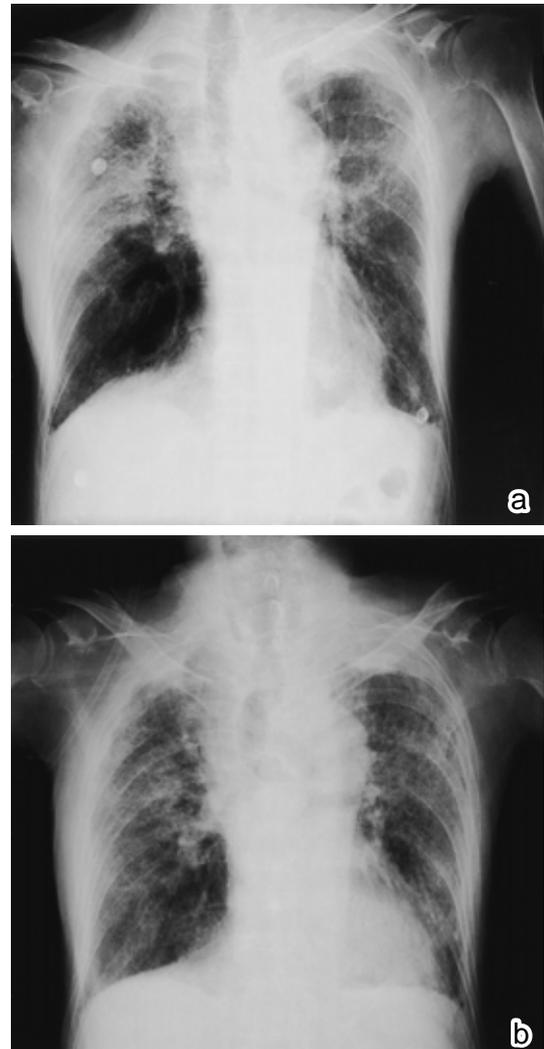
Chest radiograph in case 2 showing improvement by steroid pulse therapy (a) and deterioration on 14 hospital day (b)
